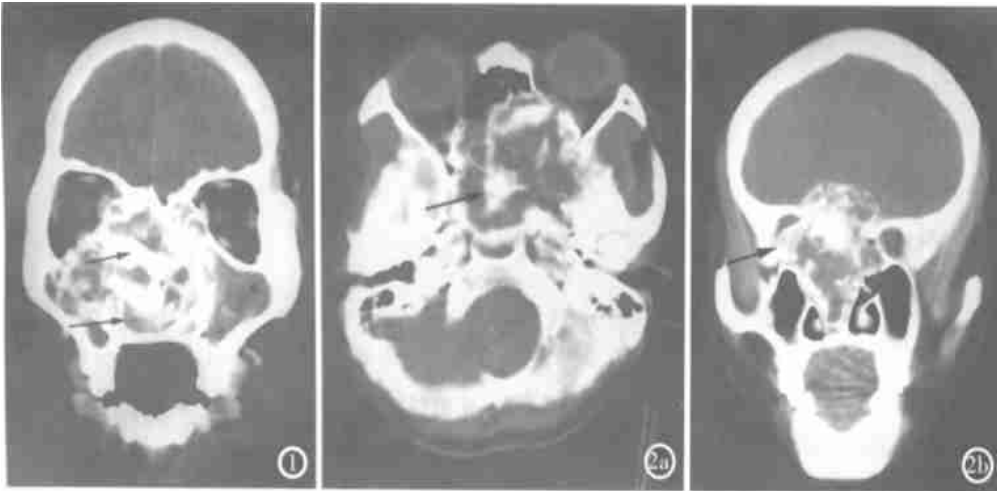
冠状位 CT 增强扫描示鼻腔、筛窦及右侧上颌窦区不均匀强化块影, 周边有环状骨硬化(→), 瘤内见片状钙化灶(→)和低密度坏死区, 并侵及前颅凹的中线处。图 2 a) 轴位 CT 平扫示鼻腔、筛窦、蝶窦的混杂密度灶, 病灶内可见不规则钙化影(→), 并累及左侧眼眶。b) 冠状位 CT 增强扫描示病灶周围可见厚薄不均的环状硬化骨(→), 并向右推移鼻中隔, 向上侵入前颅窝。
